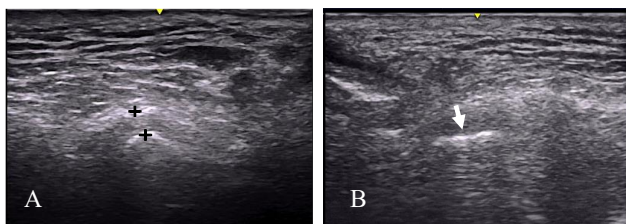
A. Joint effusion on the left side of the mandible. This sonogram was taken in the closed mouth position. B. Condylar flattening with joint effusion on the right side of the mandible, with the patient in the closed mouth position.
